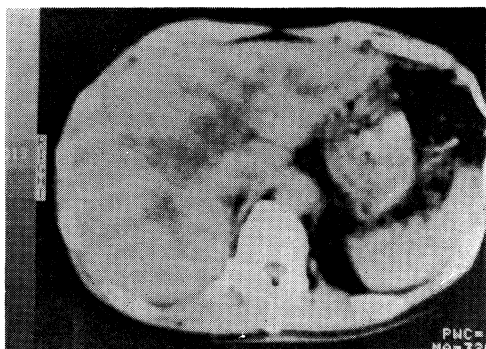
CT scan of case 3 showing dilated intrahepatic bile ducts as linear and circular branching structures radiating from porta hepatis.
